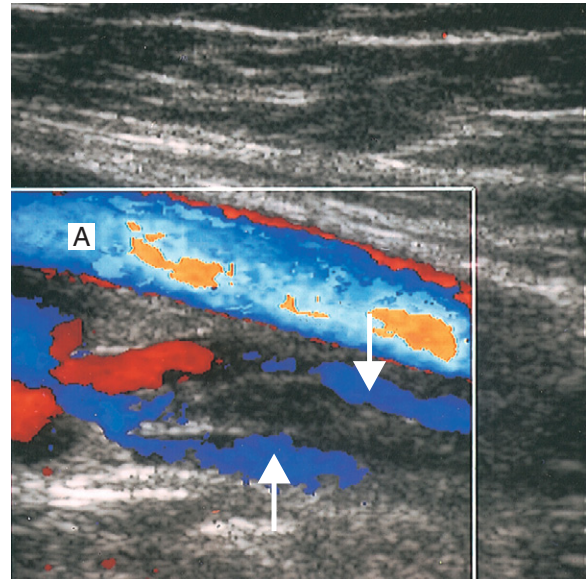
Farbdopplerbild von Abbildung 13.9. Zwischen Thrombus und Venenwand (Pfeile) ist ein Blutfluss nachweisbar. Die A. femoralis superficialis (A) liegt über der Vene.
